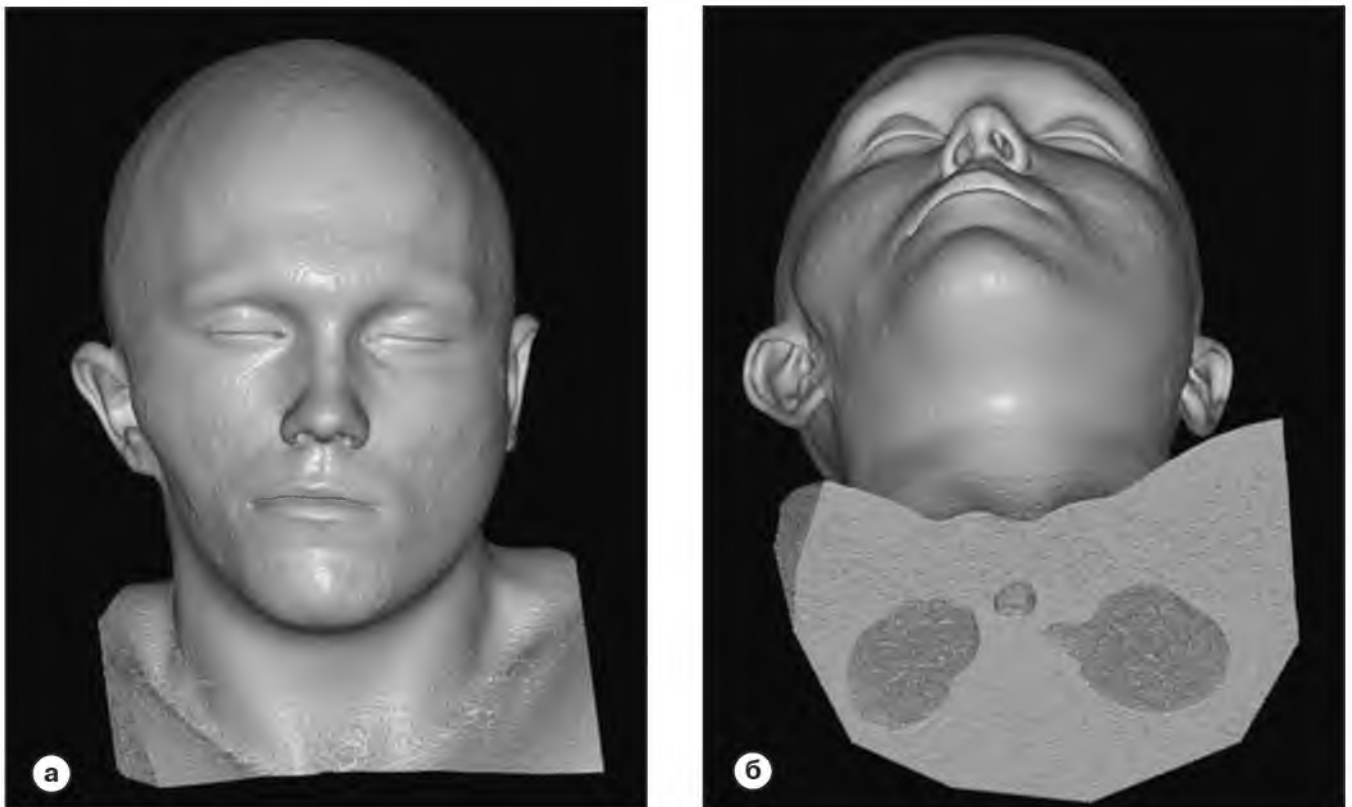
МСКТ, программа объемного рендеринга, с 3Д-реконструкцией мягких тканей головы и лица слепком (установка: вертикальная - слева и горизонтальная - справа).
